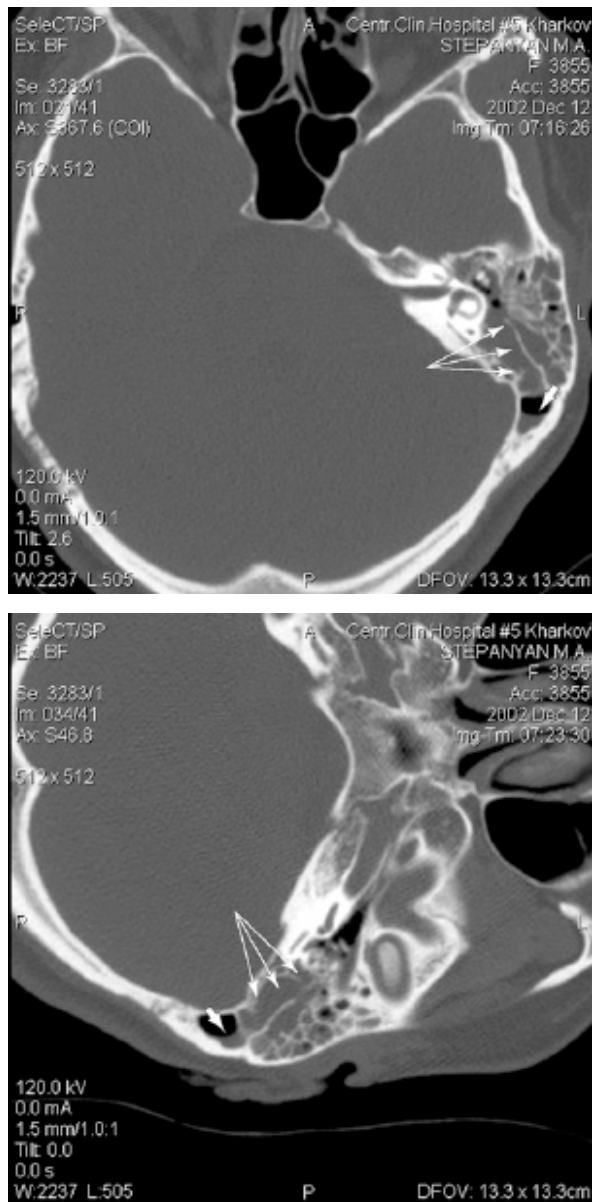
СКТ-графія хворої С., 17 р. (історія хвороби № 6527/2008).
